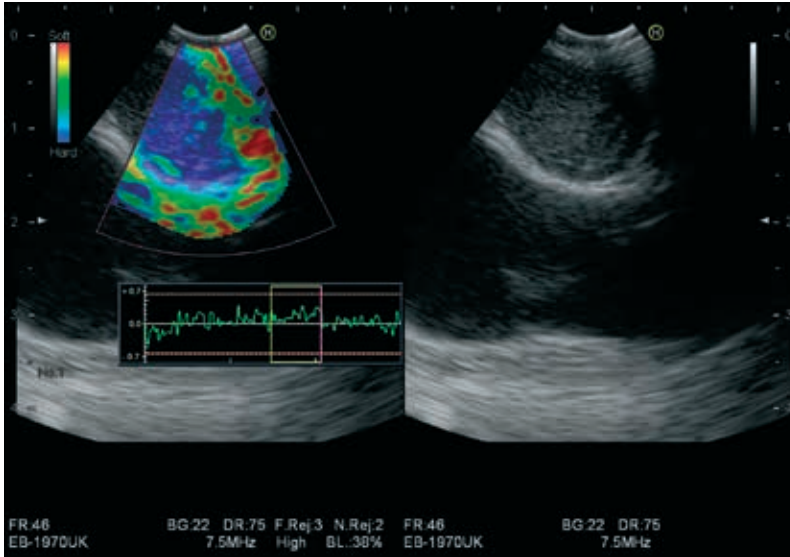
Elastografía por ultrasonografía endobronquial de adenopatía 4R con área de color azul predominante. El resultado del examen anatomopatológico fue recidiva ganglionar de adenocarcinoma de pulmón
